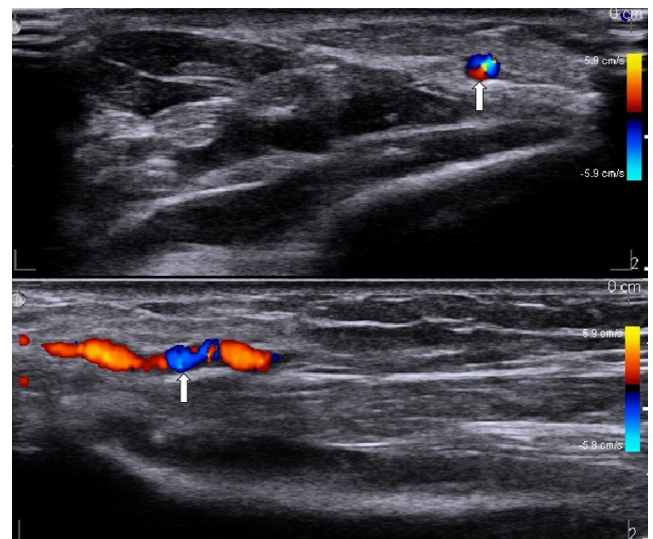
Ultrasound images at 3 days after surgery. Left radial artery (open arrow).
